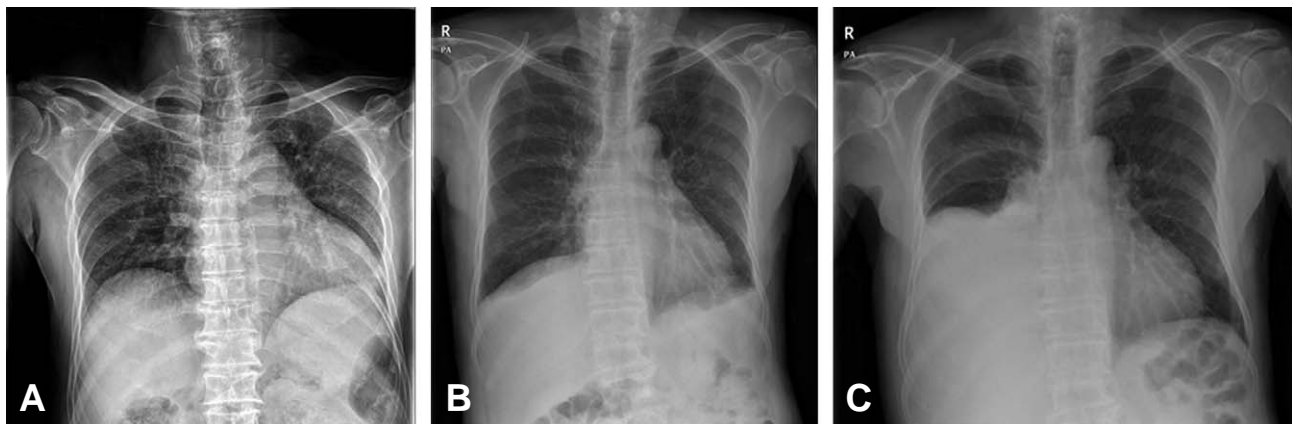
Follow up chest x-ray shows delayed hemothorax in 7 days after admission. (A) At 1 hour after injury, there is no hemothorax and diaphragmatic laceration was found in chest x-ray (B) 5 days after injury, there is no change with compare to immediate trauma (C) 7 days after injury, massive hemothorax in Rt.hemithorax.
